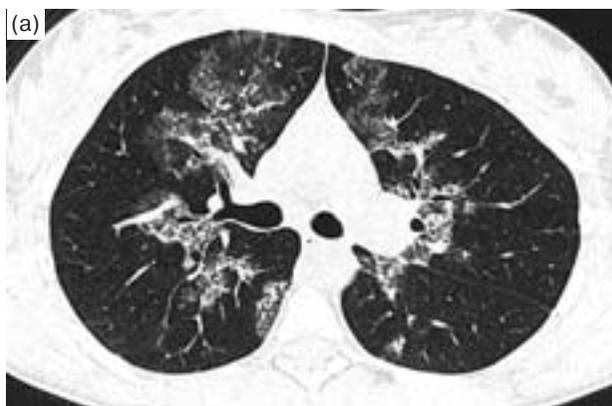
Фрагменты КТ органов грудной клетки пациентки от 26 сентября 2011 г. (через 1 мес после курса лечебных БАЛ).
